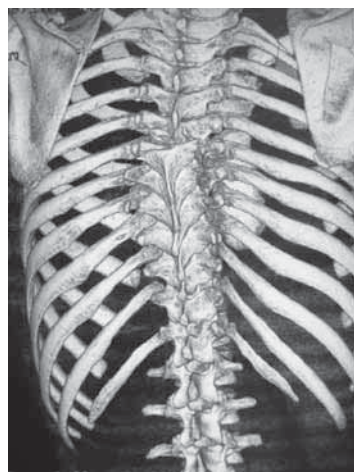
КТ-исследование позвоночника больного X. до операции (3D-реконструкция)
